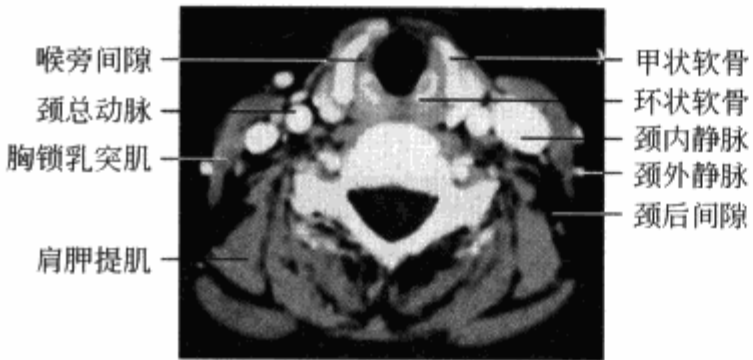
横轴位增强 CT 示咽喉部层面正常解剖结构
